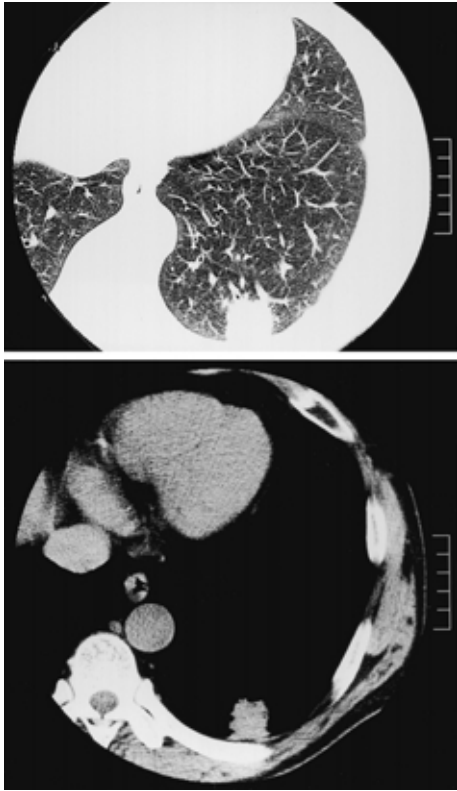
Chest CT scan shows a mass lesion in left S¹⁰b-S⁹.
